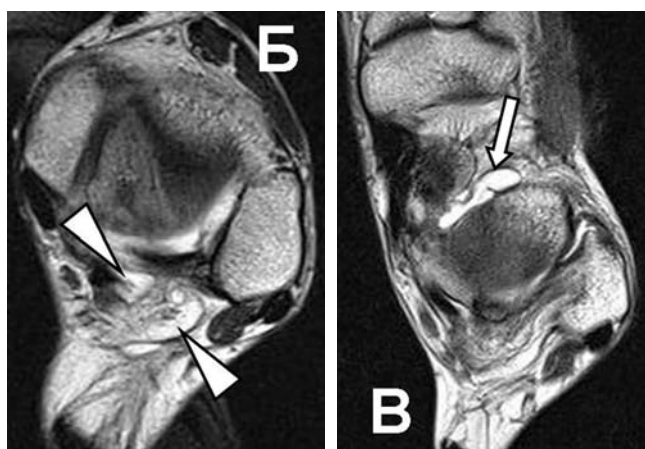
Б: синовиальные кисты в нижней части межберцового синдесмоза (треугольные стрелки) на PD FSE томограмме в аксиальной проекции. В: синовиальные кисты в проекции таранного синуса (обычная стрелка) на PD FSE томограмме в аксиальной проекции. Тот же пациент.
